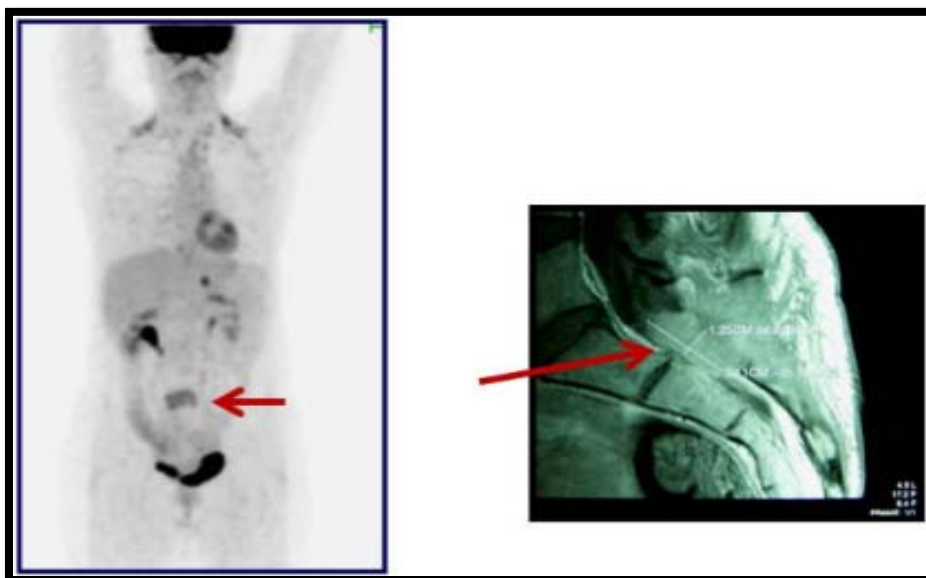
Métastase lombo-sacrée identifiée par la TEP 18-FDG et confirmée par l'IRM dans un cancer thyroïdien non iodo-fixant. [167]
